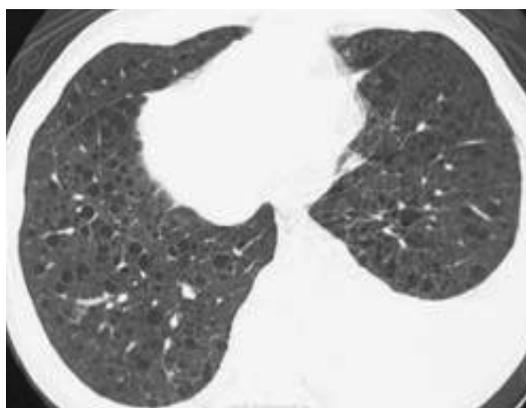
Лимфангиоматоз, КТ ОГП.
